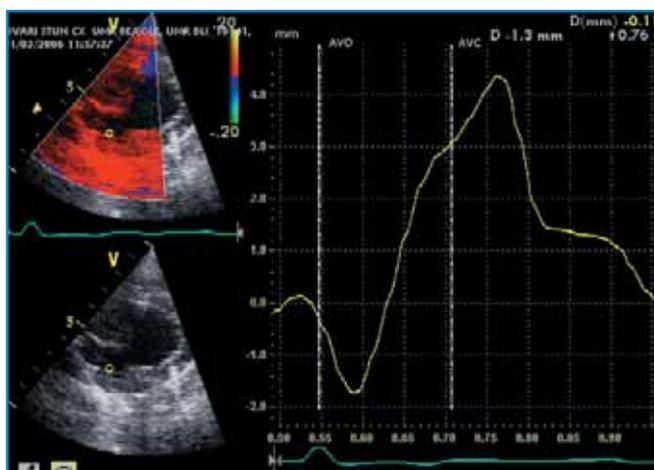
La contraction post-systolique par imagerie Doppler tissulaire.
